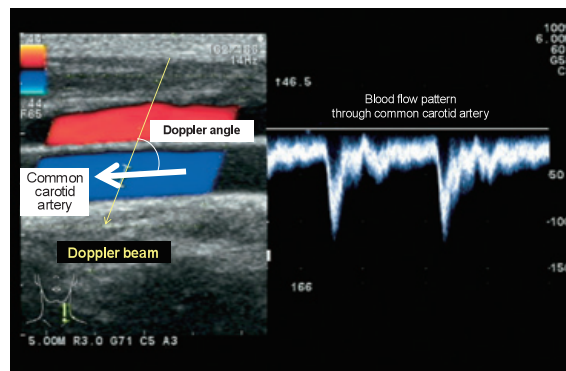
Correction of angle for pulse Doppler blood flow patterns
